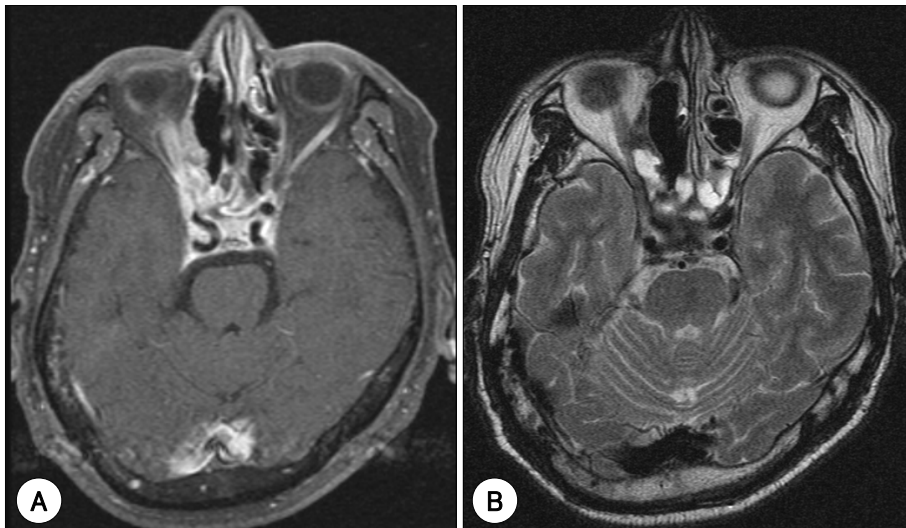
Postoperative MRI. A : T1-weighted enhancement axial image. B : T2-weighted axial image. T1-weighted enhancement image show ill-defined enhancement into the orbital apex
